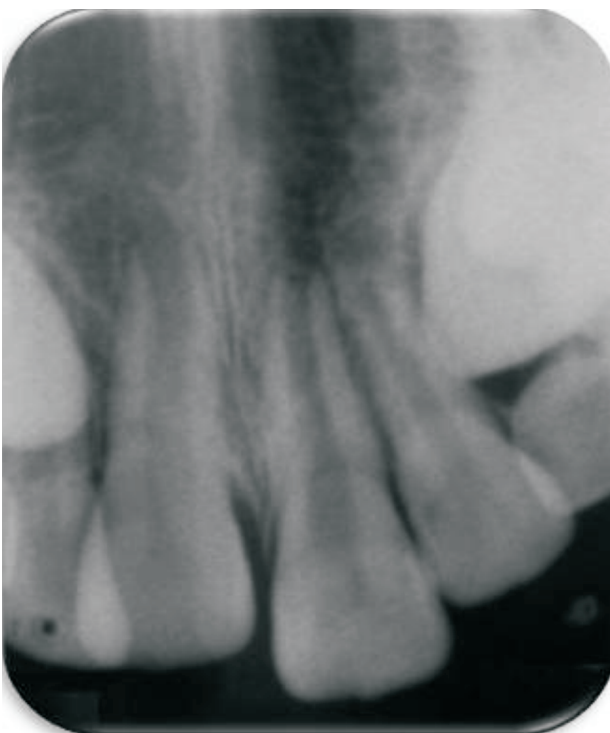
Radiografia periapical, observando-se rizogênese incompleta dos dentes 11 e 21.
